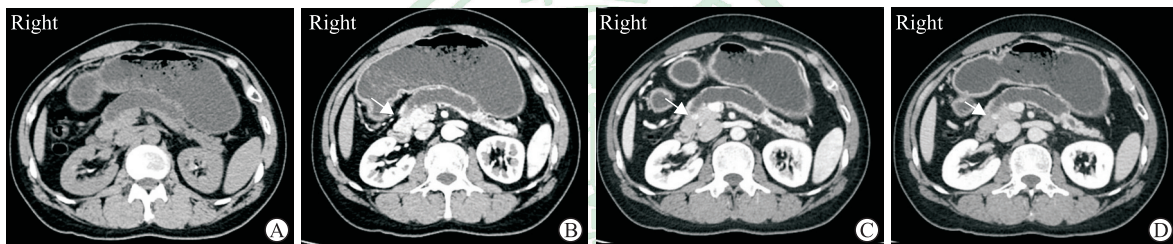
1 例胰头 pNEN 伴胰管梗阻的 34 岁男性患者 CT 影像
